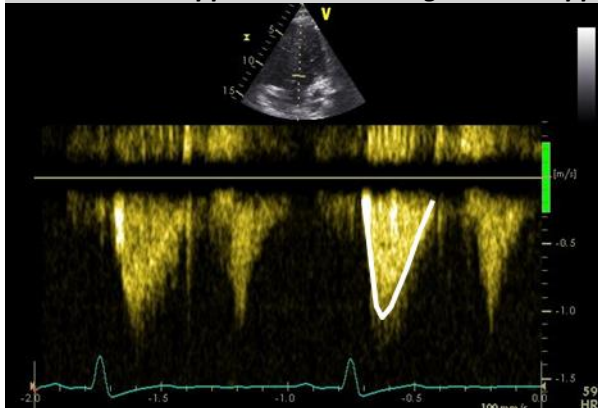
cw-Doppler Aortenklappe
